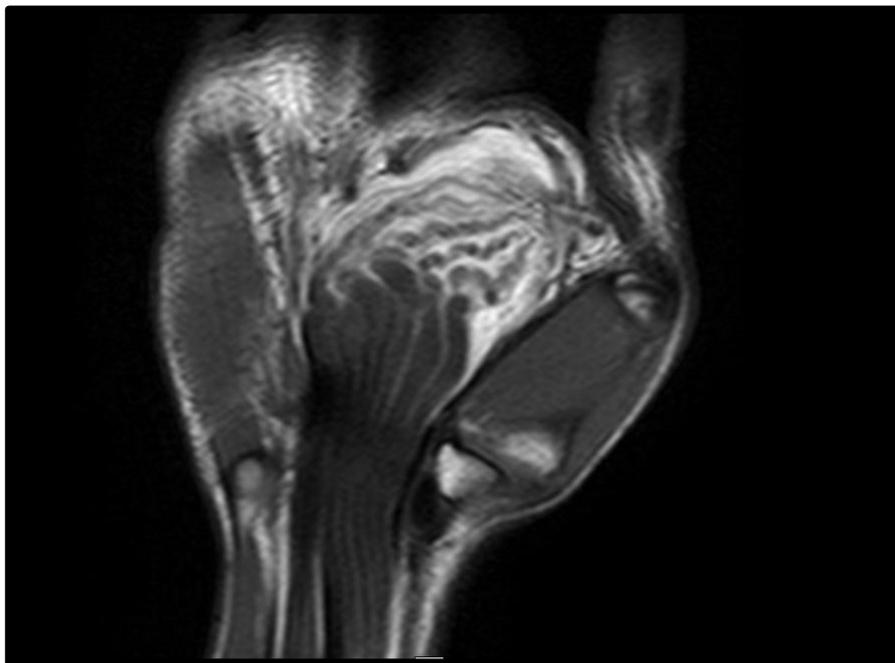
RM de muñeca en secuencia T2, corte coronal, se evidencian fascículos nerviosos de baja señal con tejido adiposo hiperintenso intercalado, con la apariencia patognomónica de “espaguetis”.
